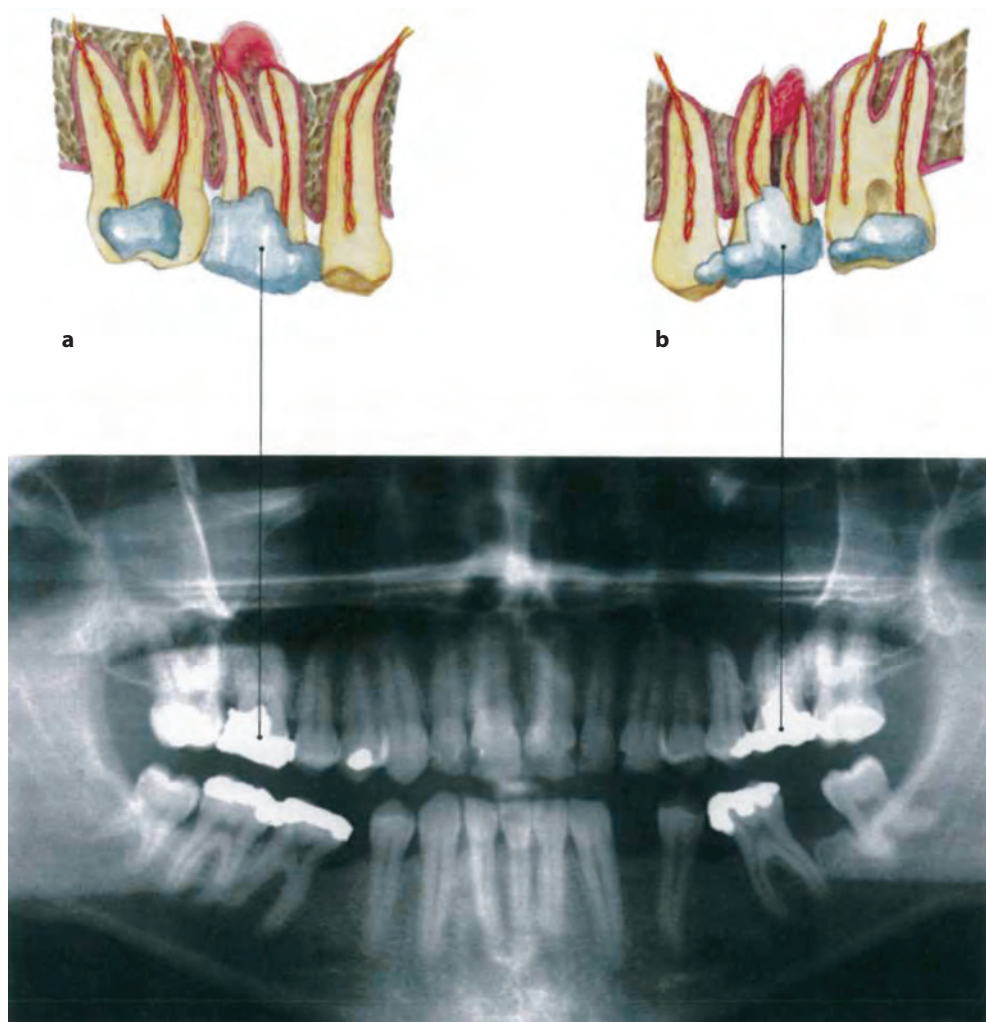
Панорамная рентгенограмма зубов пациента 1963 г. рождения. (а) Околоверхушечный остеит зуба 16, легкая кистозная воспалительная реакция на дне правого верхнечелюстного синуса, связанная с корнями зуба 16 с глубоким амальгамовым пломбированием. (б) Околоверхушечный межкорневой остеит зуба 26, вызванный неполным пломбированием корня и глубоким амальгамовым пломбированием.
